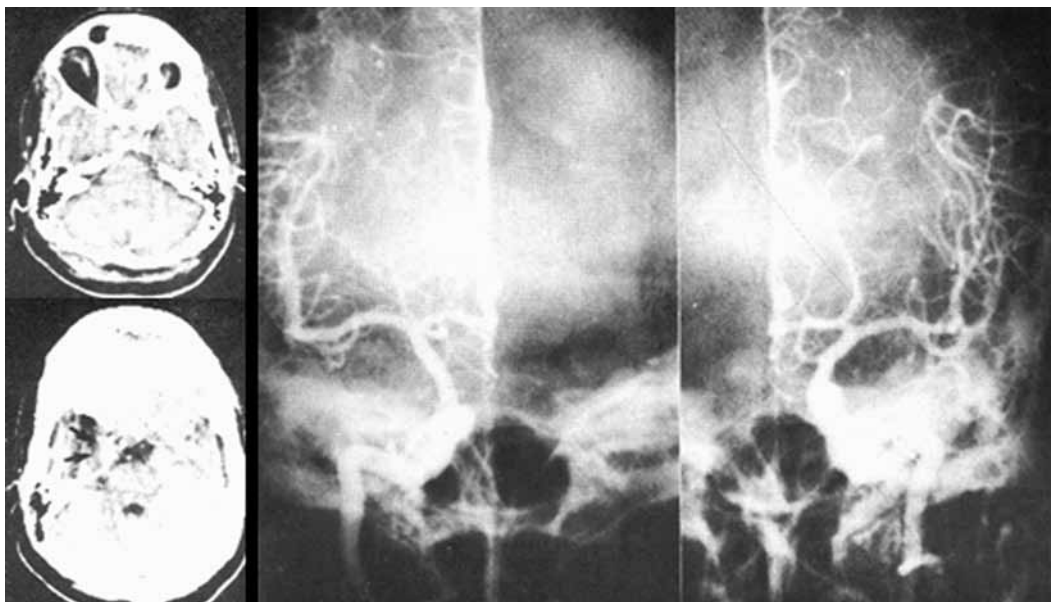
Paciente 4. A la izquierda: tomografía computarizada del cerebro de pobre calidad técnica, no obstante, se identifica el tumor. A la derecha: Angiografía carotídea, elongación y rectificación del segmento A-1 de la carótida supraclinoidea y elevación de la cerebral anterior.
